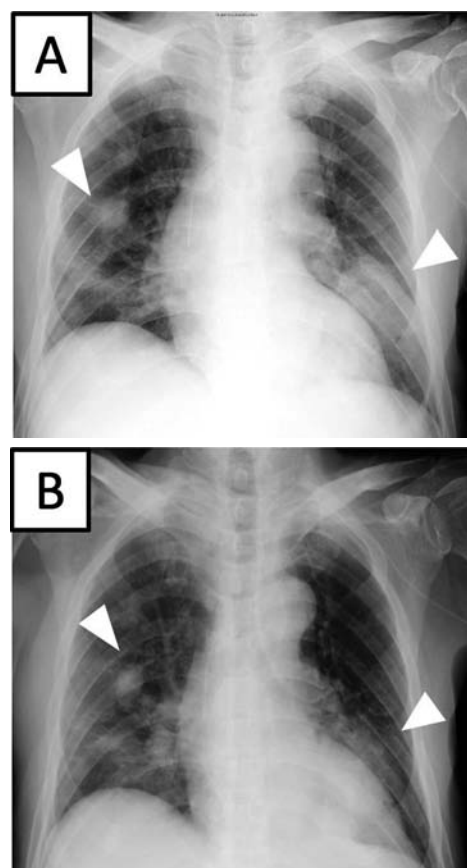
Chest radiographs (posteroanterior) before (A) and after 5 days (B) of pembrolizumab readministration.
